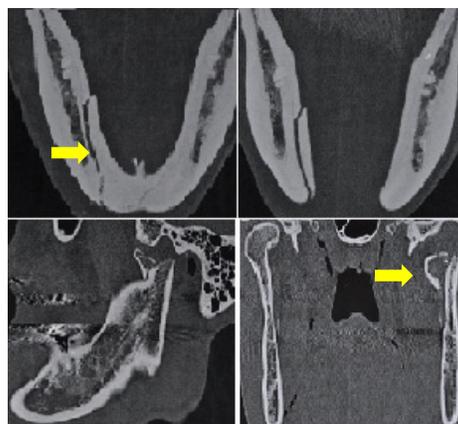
Cortes da Tomografia Computadorizada evidenciando fratura de parassínfise e de cabeça de mandíbula.
